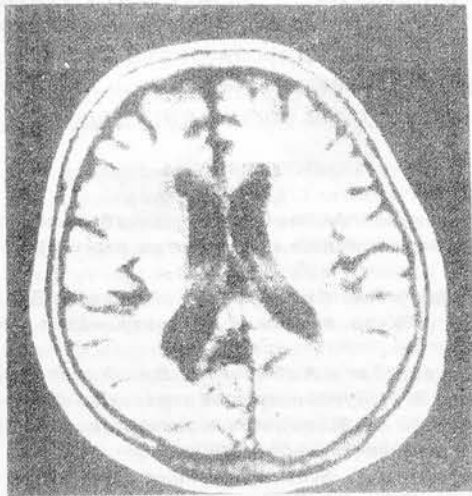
Магнитно-резонансная томограмма (T_2 -взвешенное изображение) той же больной. Отчетливо видна постинфарктная киста в правой затылочной доле ("немой" инфаркт)
